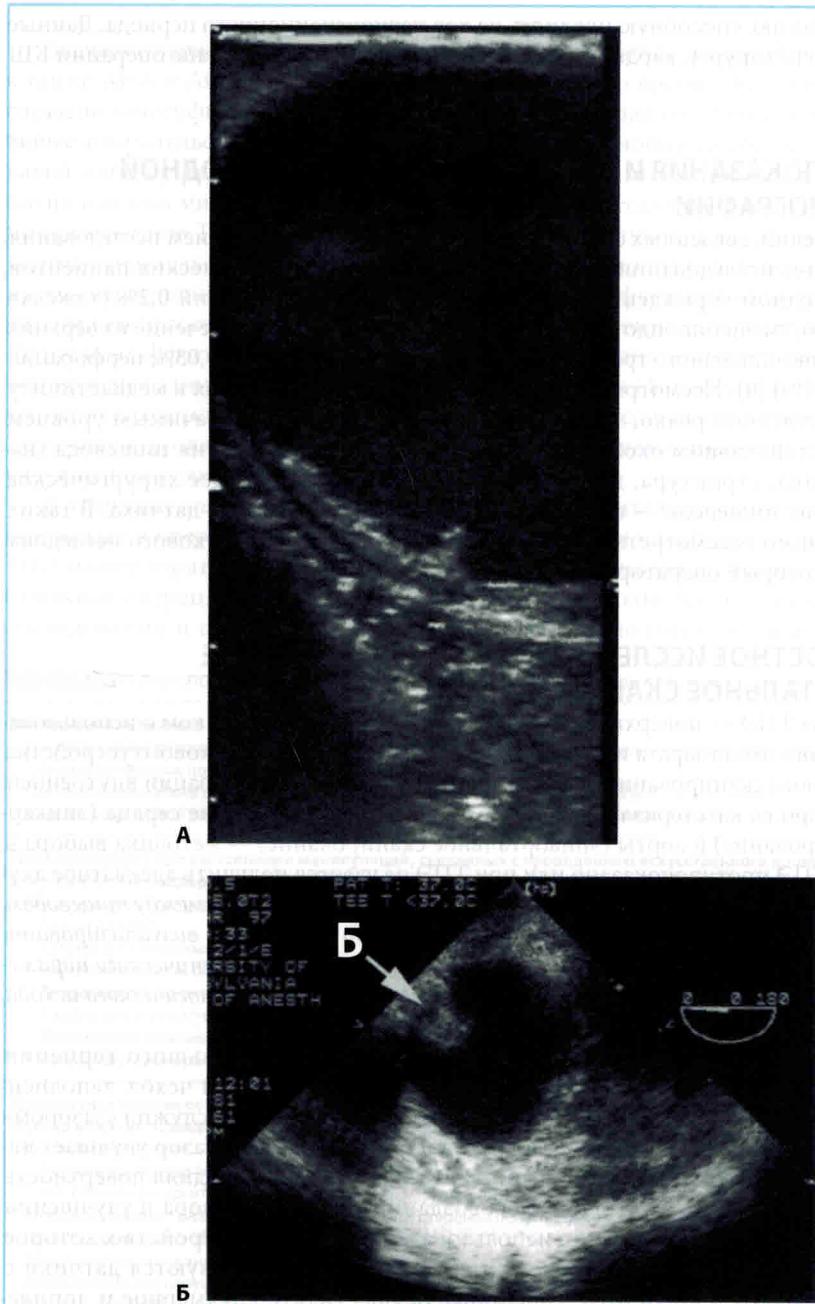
Ультразвуковое исследование аорты полезно для выявления и оценки тяжести атеросклеротического поражения. А — для исследования восходящей аорты перед ее канюляцией и поперечным пережатием используется высокочастотный ультразвуковой датчик, помещенный в стерильный чехол. В задней части аорты можно видеть мобильную бляшку. Б — транспищеводный эхокардиографический датчик может использоваться для оценки тяжести поражения нисходящей грудной аорты. Тотчас дистально от левой подключичной артерии визуализируется большая бляшка (Б)
